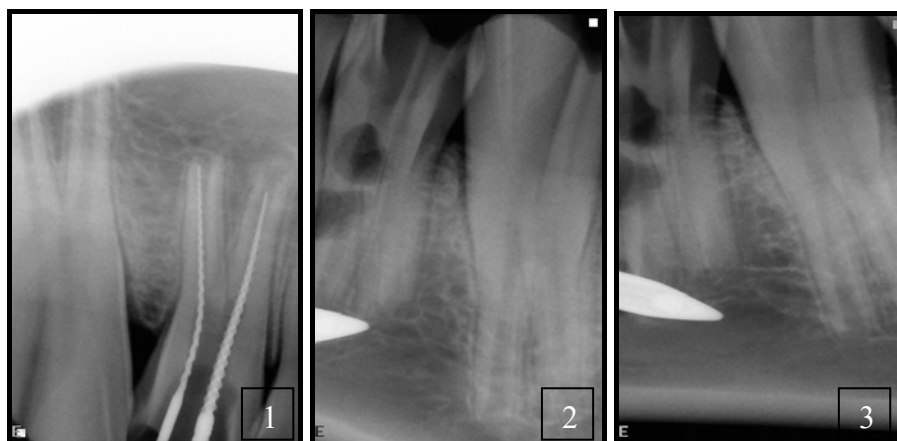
Рентгенограммы задействованного зуба: 1 – определение апикальной границы с помощью ограничителя, установленного на K-file; 2 и 3 – область фиксации термодатчика
